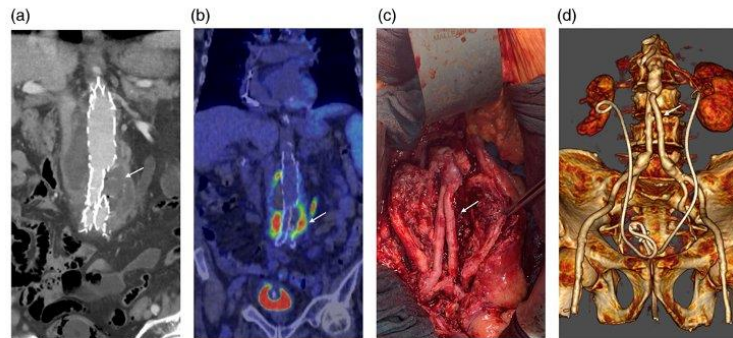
(a) Contrast computed tomography scan demonstrating fluid and air bubbles around the stent-grafts (arrow), (b) PET-CT with F18-FDG revealing intense uptake in the infrarenal aorta around the stent-graft (arrow). (c) Intraoperative imaging showing in situ surgical repair using the femoral vein (Pantaloons configuration of neo-aortoiliac segment) (arrow), (d): Postoperative computed tomography scan with a 3D reconstruction of the aortic repair.
